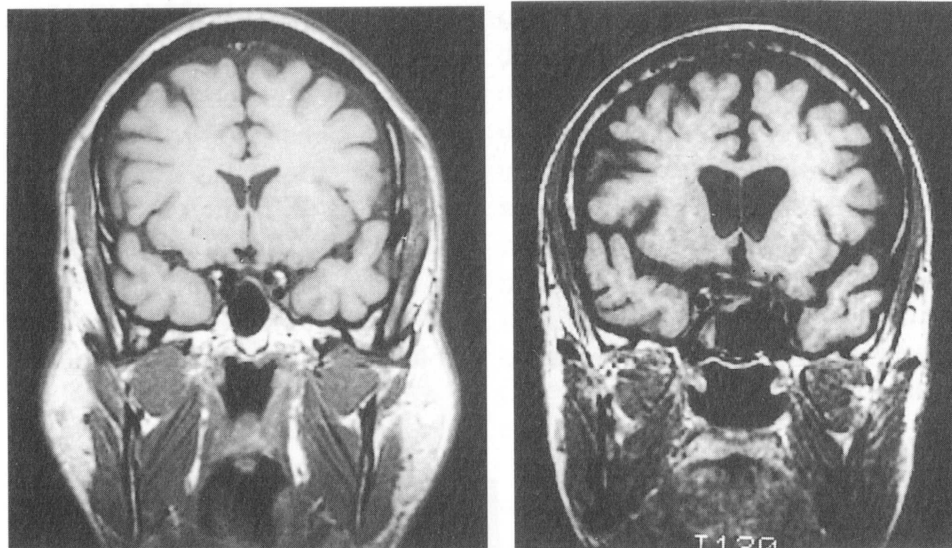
MRT-Aufnahmen, welche die Entwicklung der Atrophie bei HIV verdeutlichen. Rechts: ausgeprägter Befund mit Ventrikulomegalie und kortikaler Atrophie.
